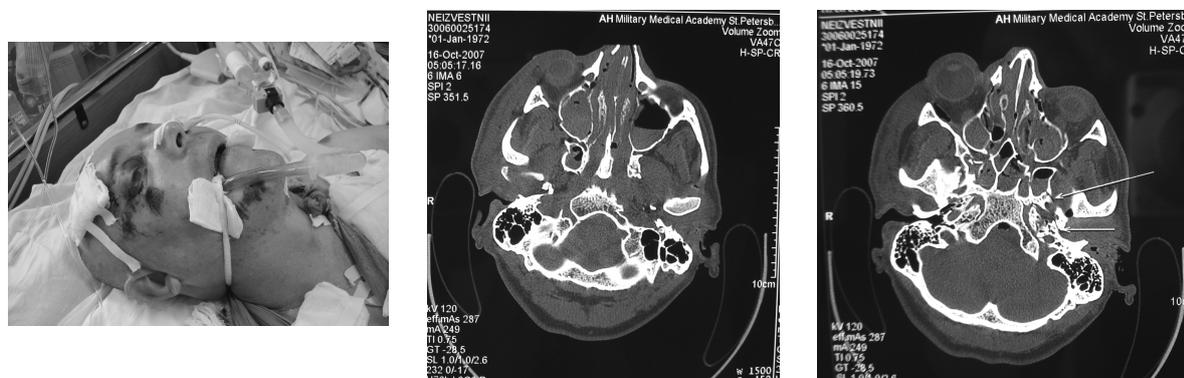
а – вид пострадавшего; б и в – КТ – признаки пансинусита.
